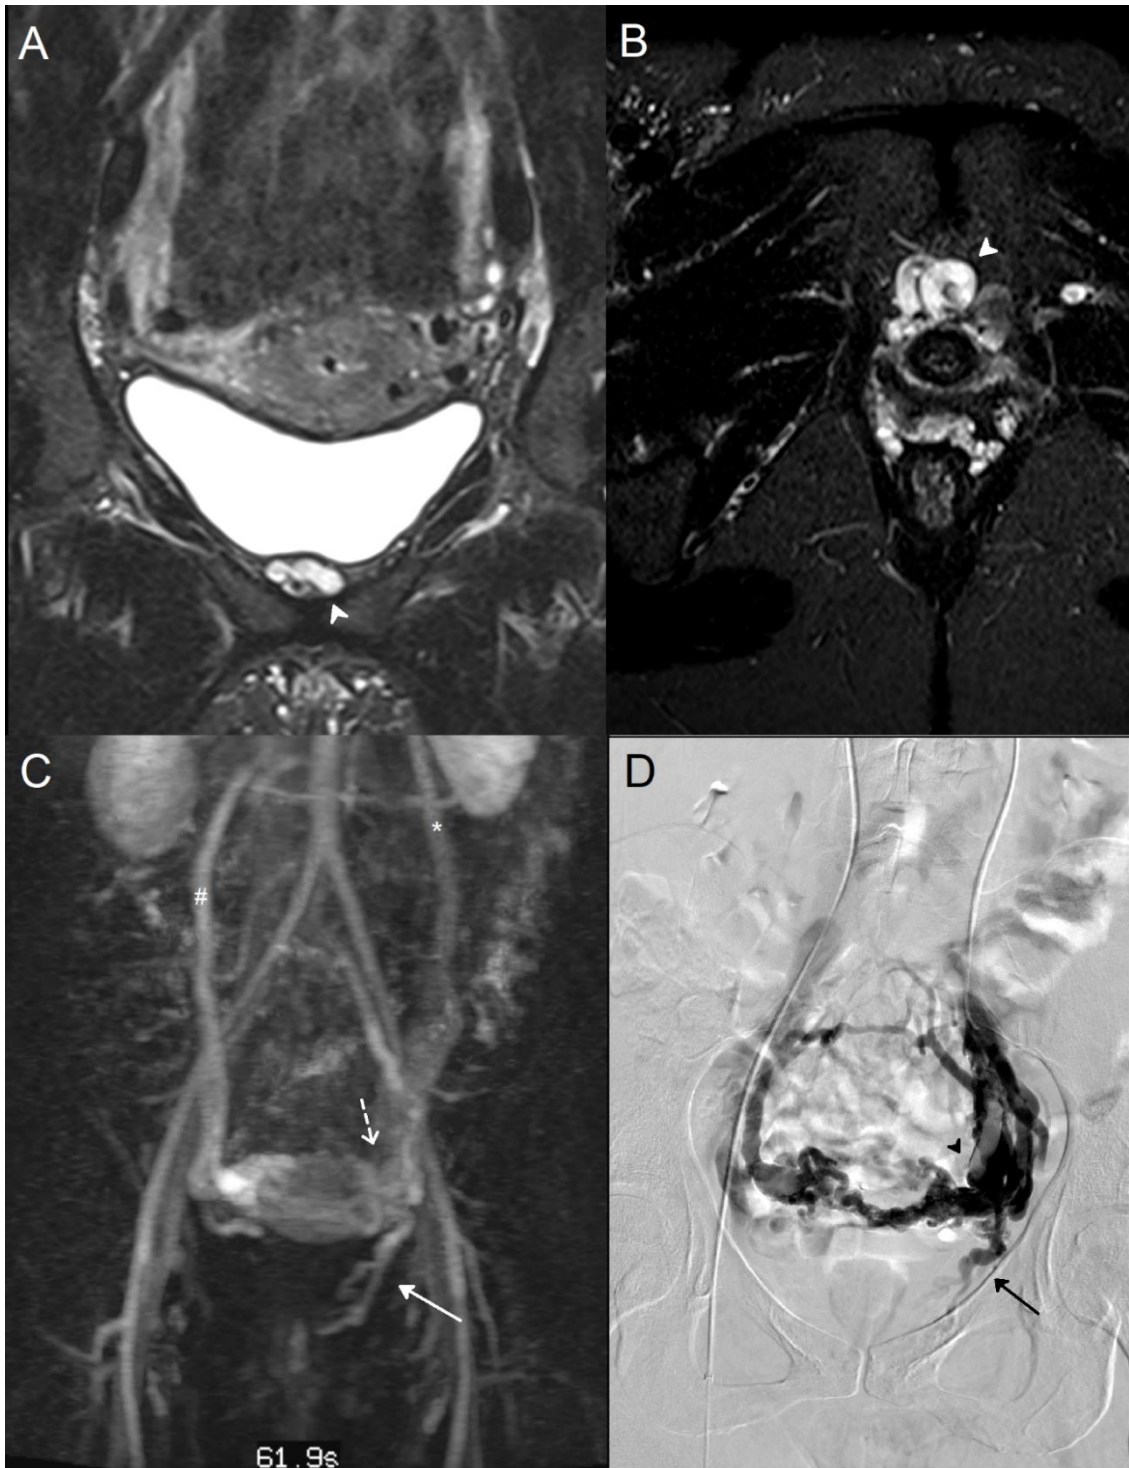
A 38-year-old woman who suffered from recurrent varicose veins in the lower limbs, had an MRI and a phlebography for suspicion of pelvic venous insufficiency
